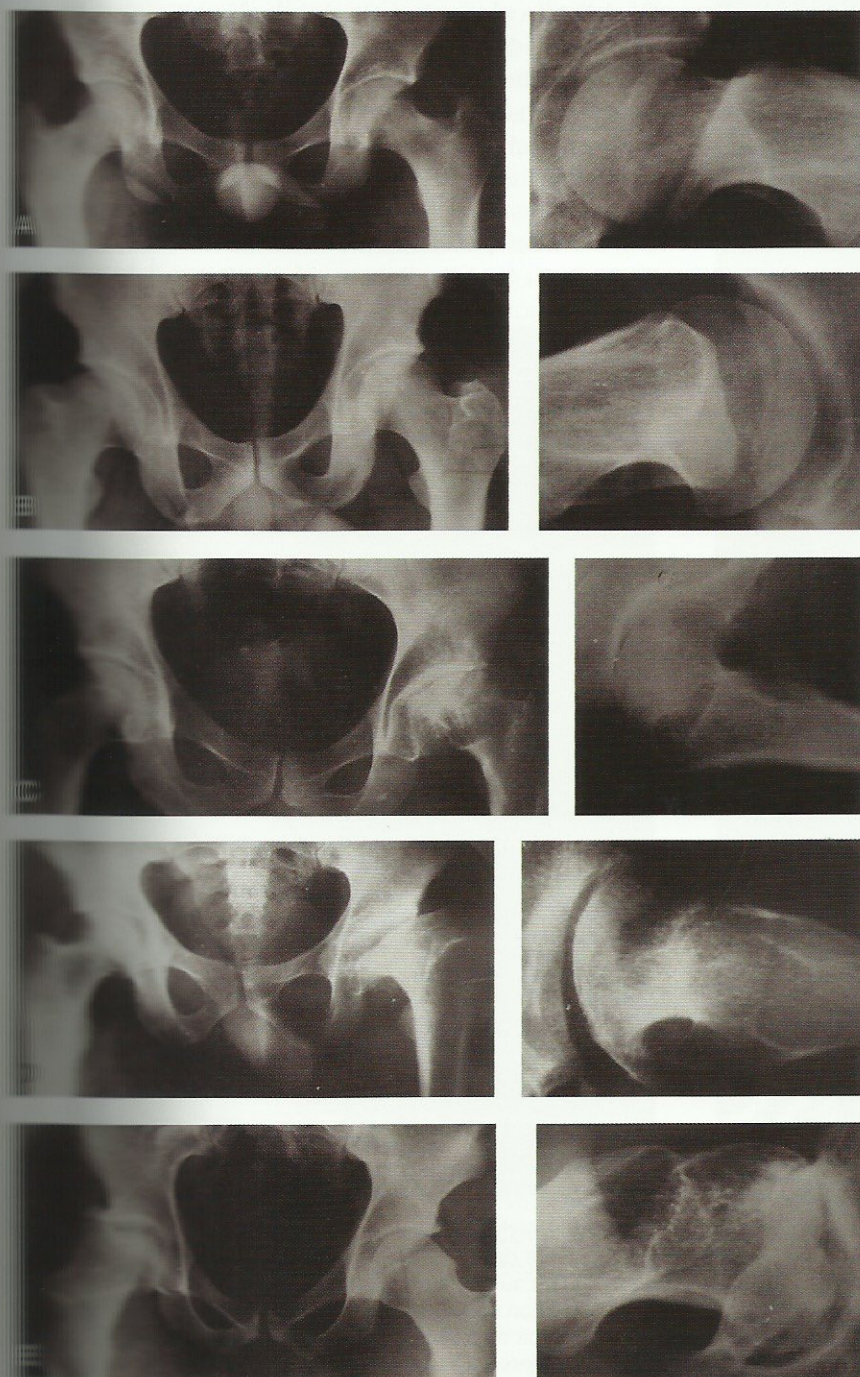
Classificazione radiografica secondo Herring. La prognosi peggiora in funzione della diminuzione dell'altezza della colonna laterale (*lateral pillar*) dell'epifisi prossimale del femore.
